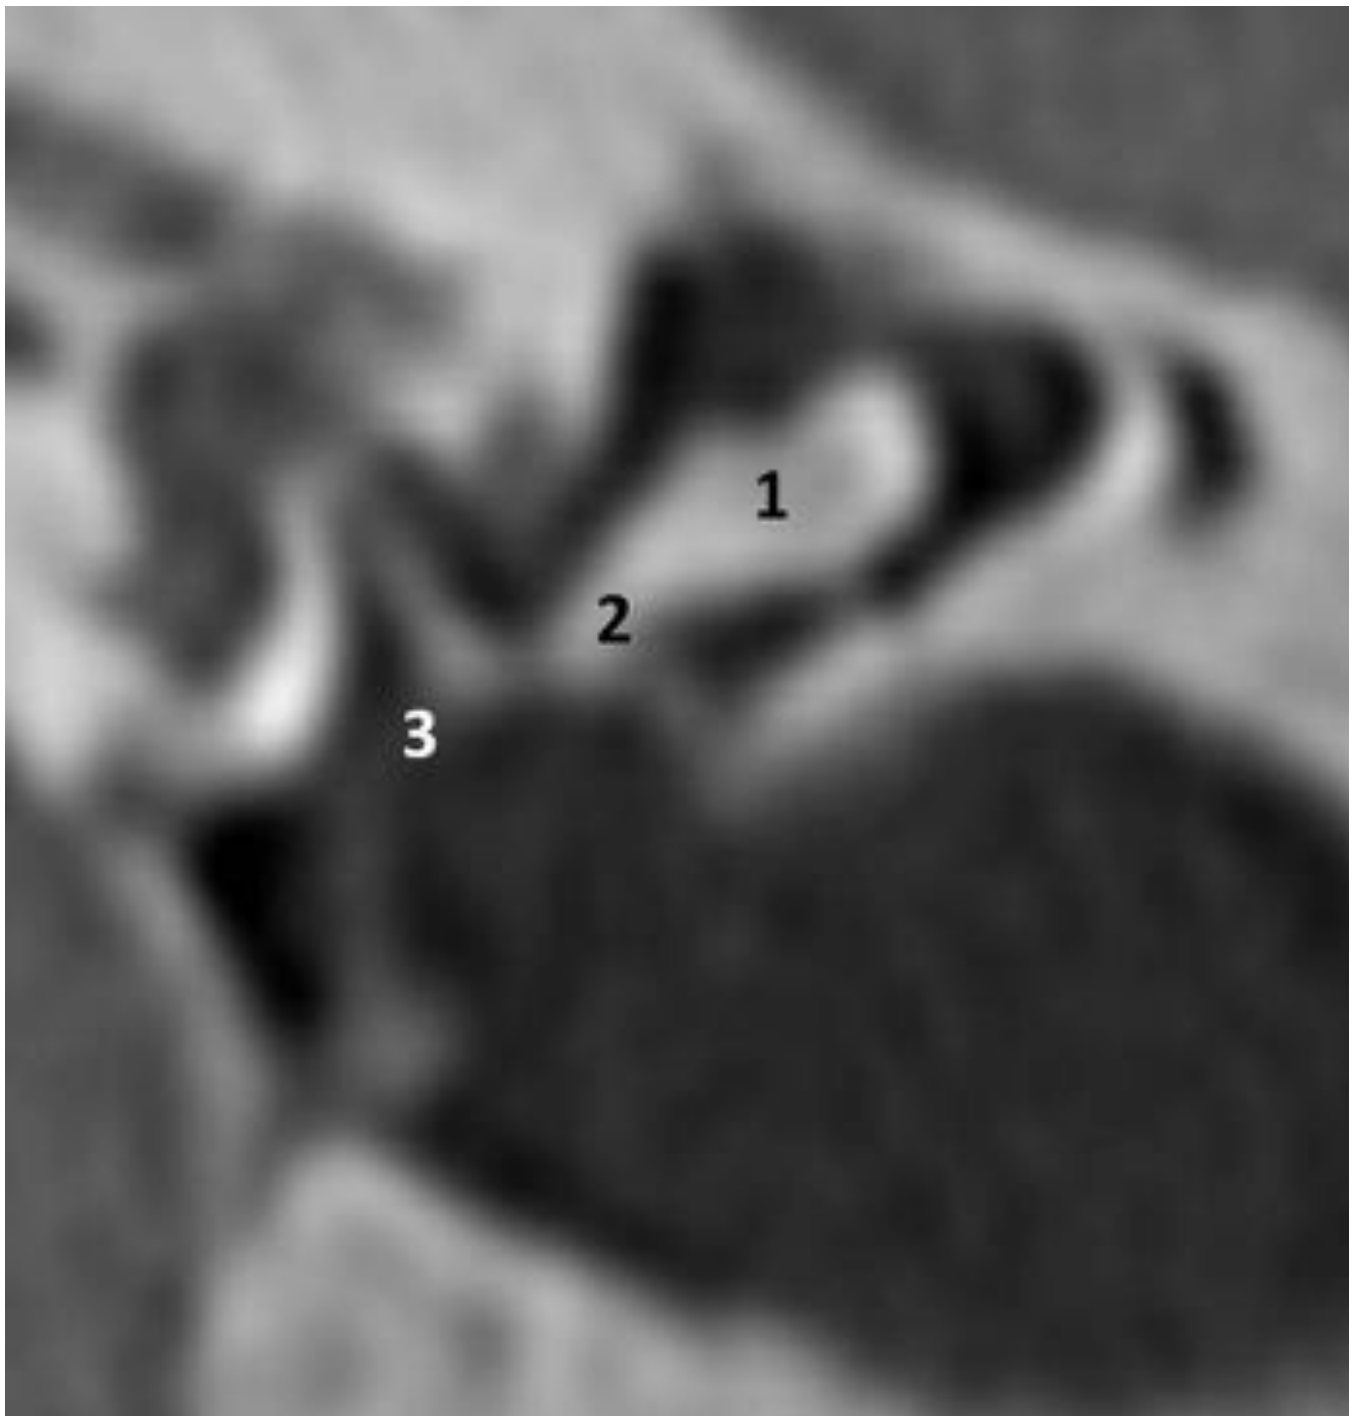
Imagen de reconstrucción multiplanar de una TC del oído medio para demostrar la anatomía del martillo. La cabeza del martillo (1) se sitúa superior al manubrio (2) que se encuentra inserto en la membrana del tímpano.
